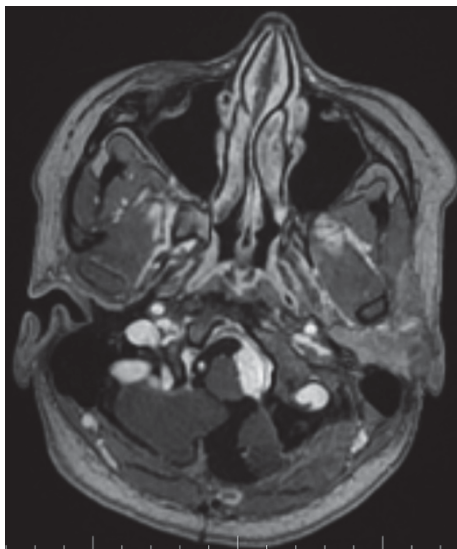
МРТ головного мозга через 6 месяцев после оперативного вмешательства: МОКВП слева размерами 11 x 8 x 6 мм
